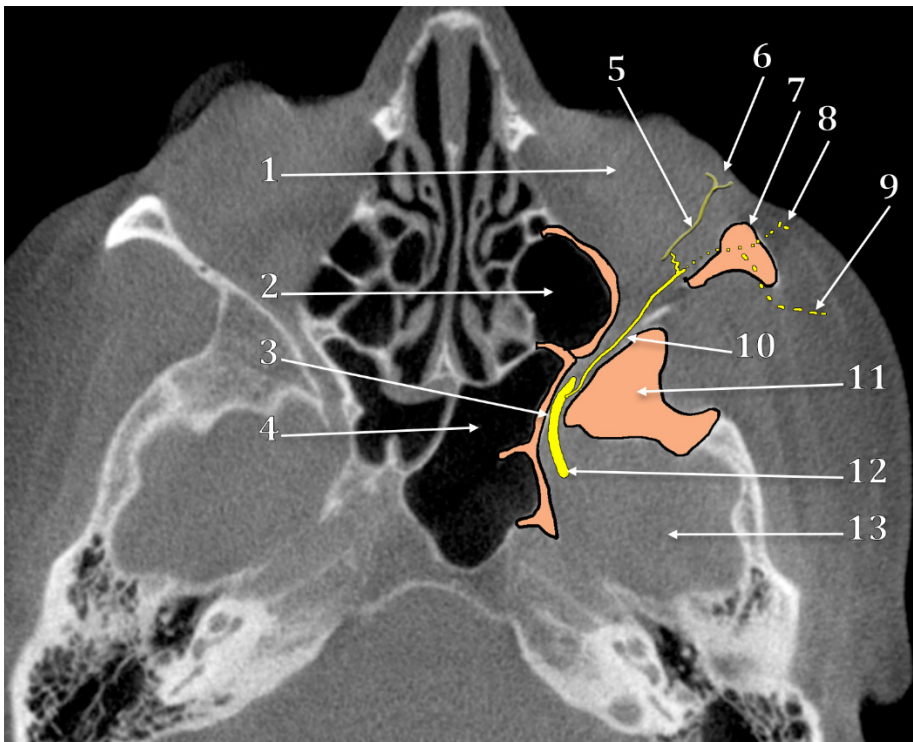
Secțiune CBCT axială prin gaura rotundă și apexul orbitei. 1.orbita; 2.sinus maxilar; 3.gaura rotundă; 4.sinus sfenoidal; 5.nervul lacrimal; 6.glanda lacrimală; 7.os zigomatic; 8.r.zigomaticofacială; 9.r.zigomaticotemporală; 10.nervul zigomatic; 11.aripa mare sfenoidală; 12.nervul maxilar; 13.fosa craniană medie.
